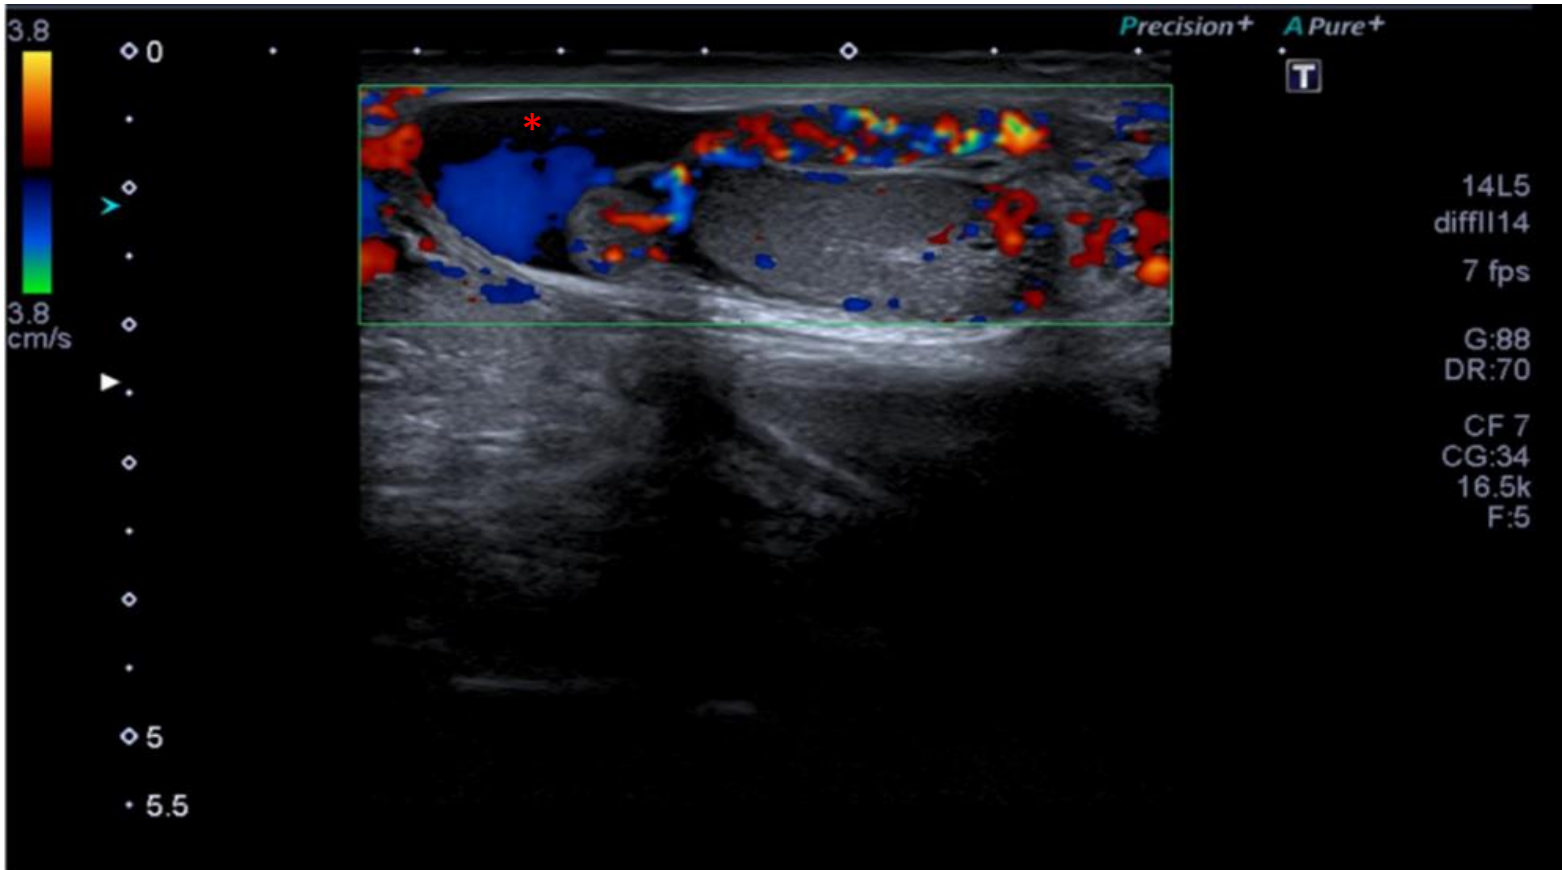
Epidídimo engrosado con aumento marcado de la señal en el estudio Doppler color. Líquido en bolsa escrotal. (*)
